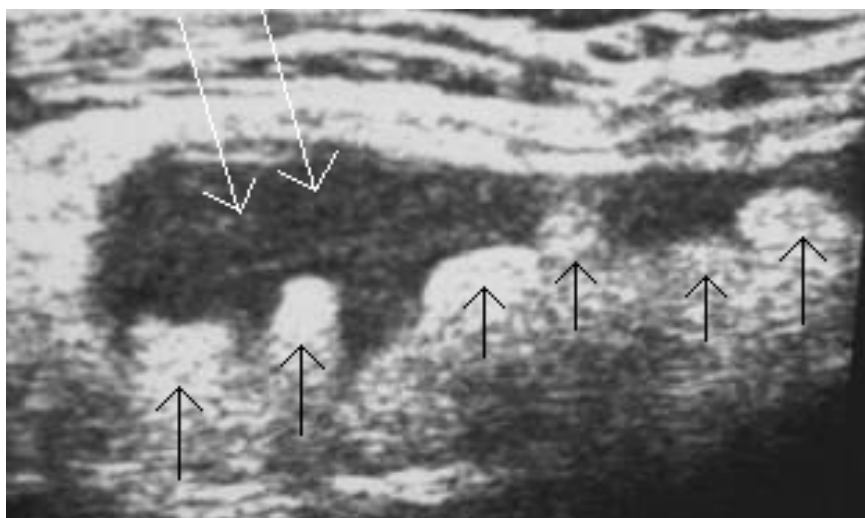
Ultrassonografia: grande quantidade de líquido sinovial (setas brancas) e sinóvia espessada com contornos irregulares (setas pretas).
